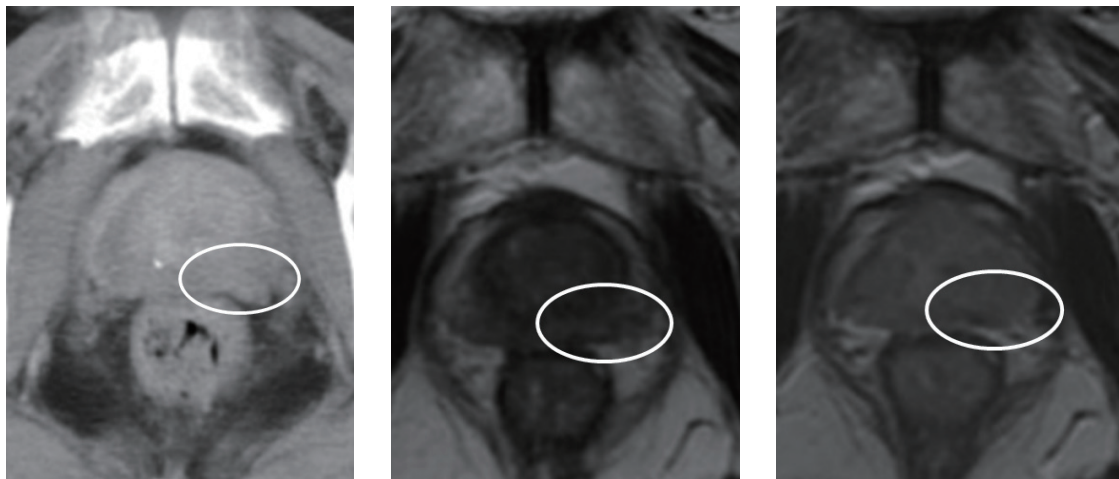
診断時画像所見（左：造影 CT、中央：MRI T2 強調像、右：MRI Gd 造影 T1 強調像）
